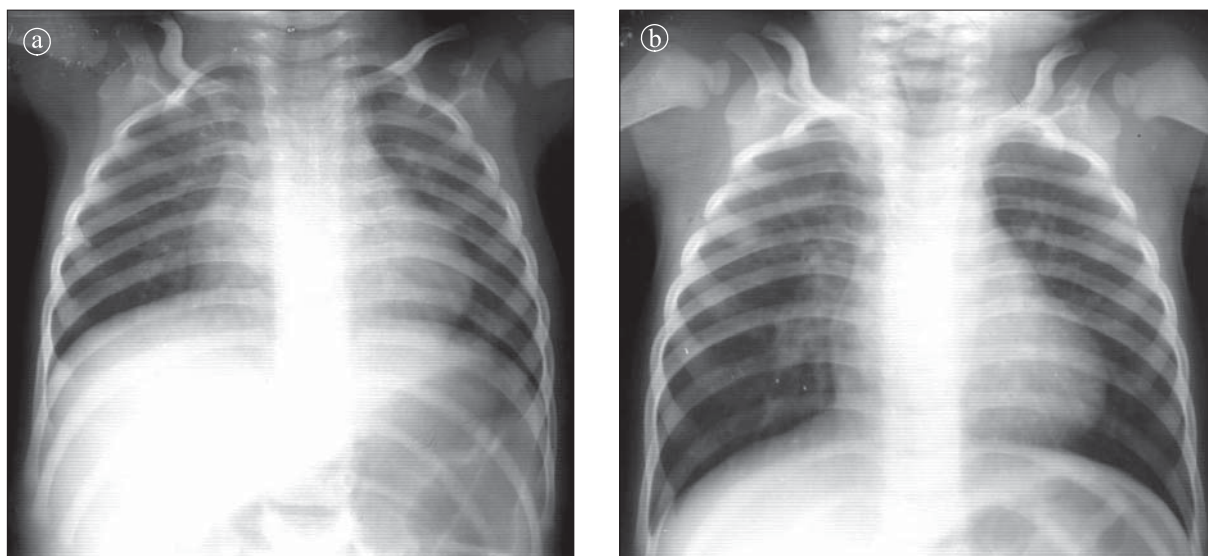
Cord normal. Radiografie toracică. Expunere în a) expirație, b) inspirație.
